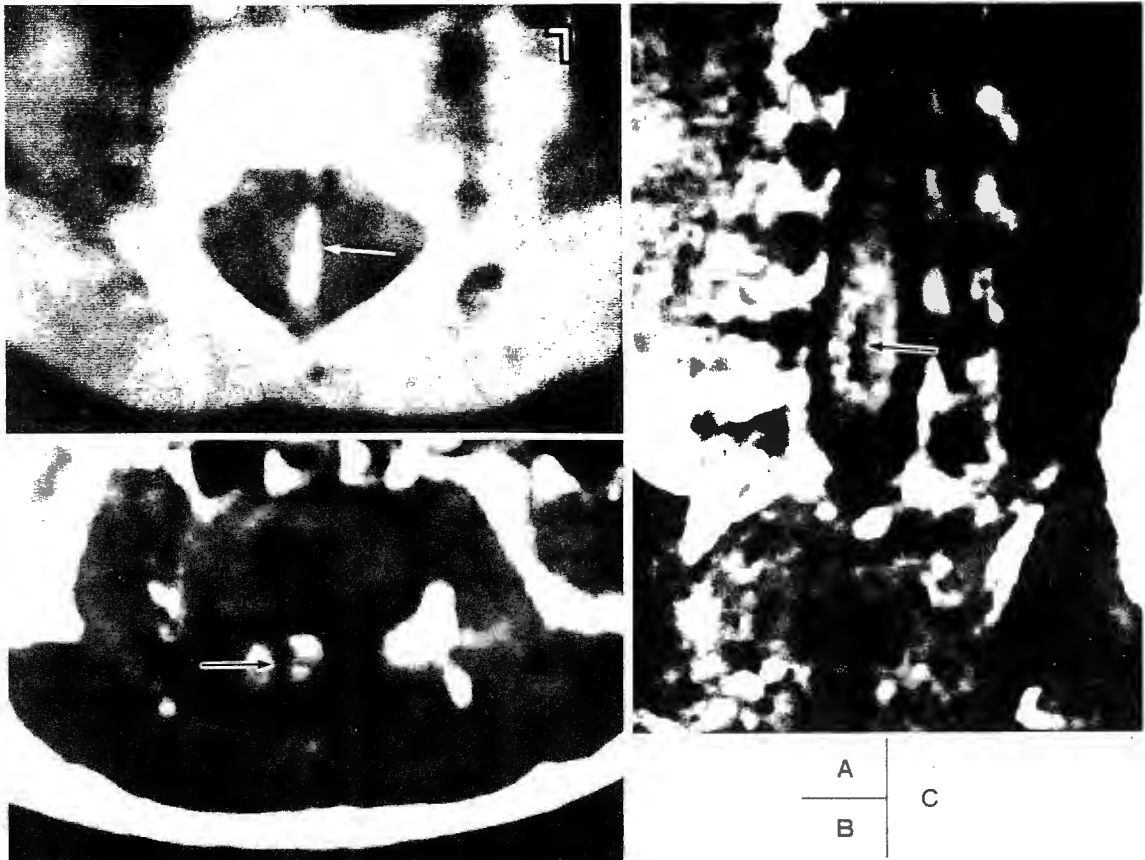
生直後，女児 diastematomyelia A：単純CT像 脊柱管のほぼ正中部に骨性の棘状構造(→)が認められ，脊髓を矢状方向に分割している印象を与える． B：MRI，T1強調横断像(SE 500/15) L_{4/5}レベル．係留された脊髓は正中部で分割されていることがわかる(→)． C：T1強調冠状断像 脊髓が正中部で分割されているのが明瞭である(→)．
